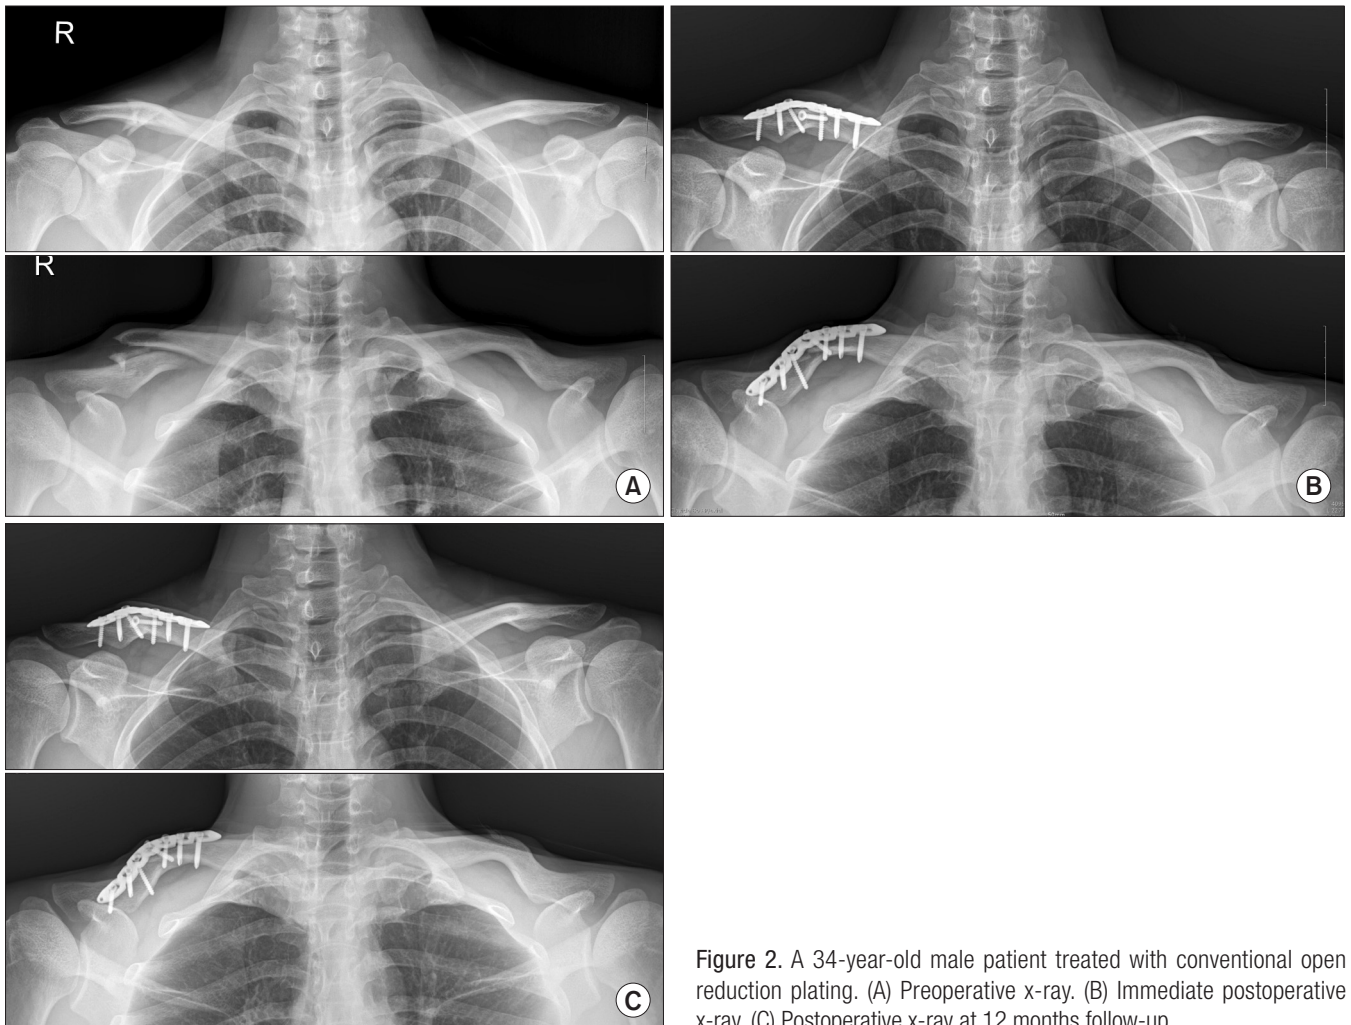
A 34-year-old male patient treated with conventional open reduction plating. (A) Preoperative x-ray. (B) Immediate postoperative x-ray. (C) Postoperative x-ray at 12 months follow-up.
